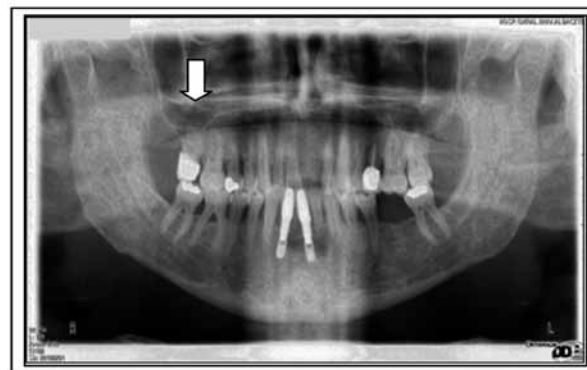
Ortopantomografía. Gran pérdida ósea en el 17 debida a la enfermedad periodontal que provoca una comunicación orosinusal por donde migran los gérmenes hacia el cerebro formando un absceso cerebral.
